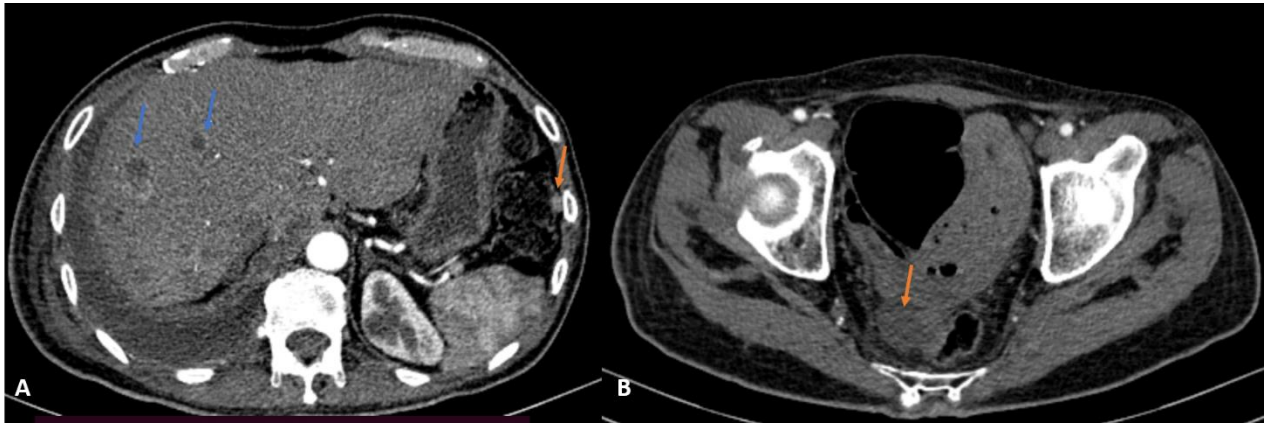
Localisations secondaires post DPC. TDM en coupe axiale au temps portal à deux niveaux différents : Multiples masses hépatiques hypodenses rehaussées en périphérie après injection de PDC (Flèche bleue) associé à des nodules des carcinoses de la gouttière pariéto-colique gauche et du cul de sac Douglas (flèche orange).
